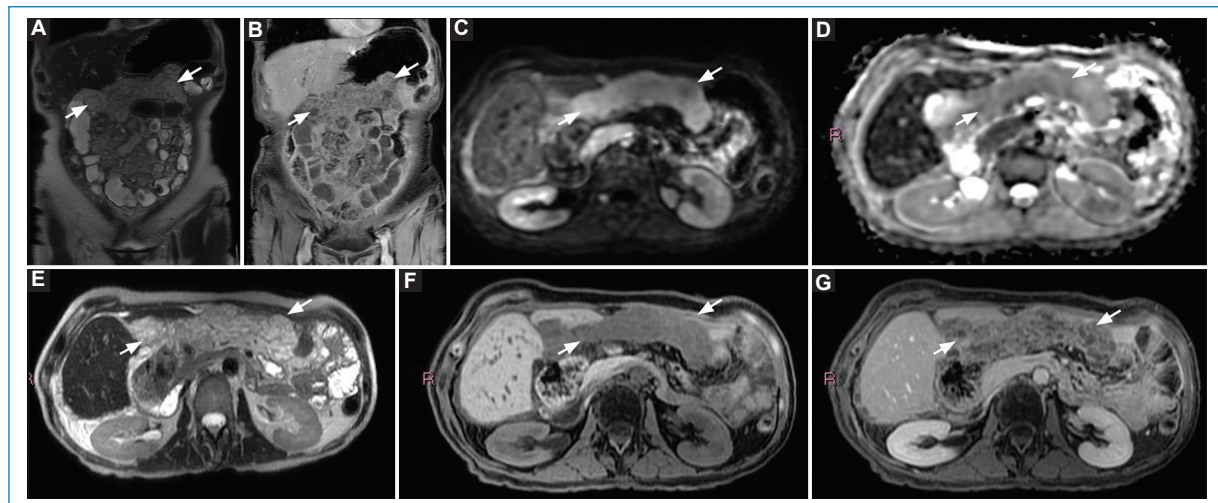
Las imágenes de RM preoperatoria de la paciente de la [figura 13](#) presentan mejor caracterización tisular de los hallazgos visualizados en la TC previa, evidenciando en el epiplón mayor un extenso compromiso peritoneal confluyente y un endurecimiento omental (flechas), con señal hiperintensa en T2 (A y E) atribuible a contenido mucinoso. Además, presenta intenso realce poscontraste (B, F y G) y restricción en la secuencia de difusión (C y D) compatible con mucina celular.
